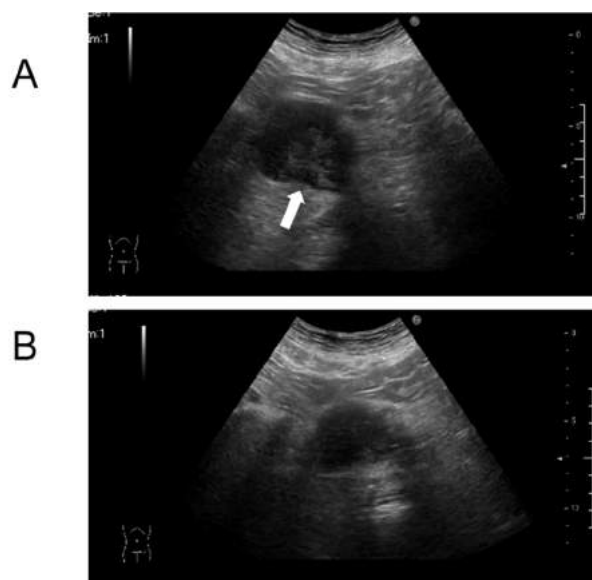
TAE 前の超音波画像(A)と TAE 4ヵ月後の超音波画像(B)
